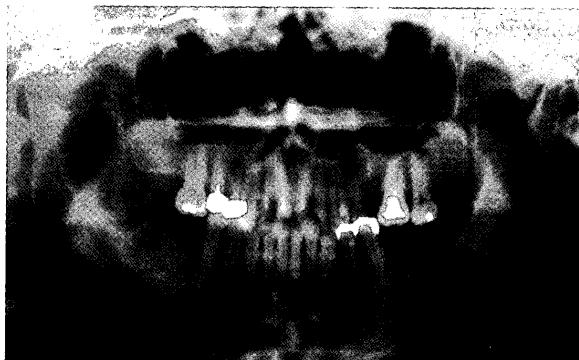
Central mucoepidermoid carcinoma; 患部X線像。
